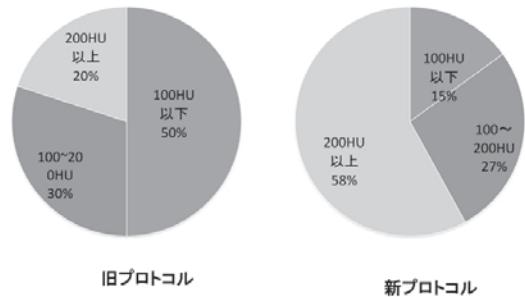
中枢部と末梢部を含めたPA/PVのCT値差の割合
